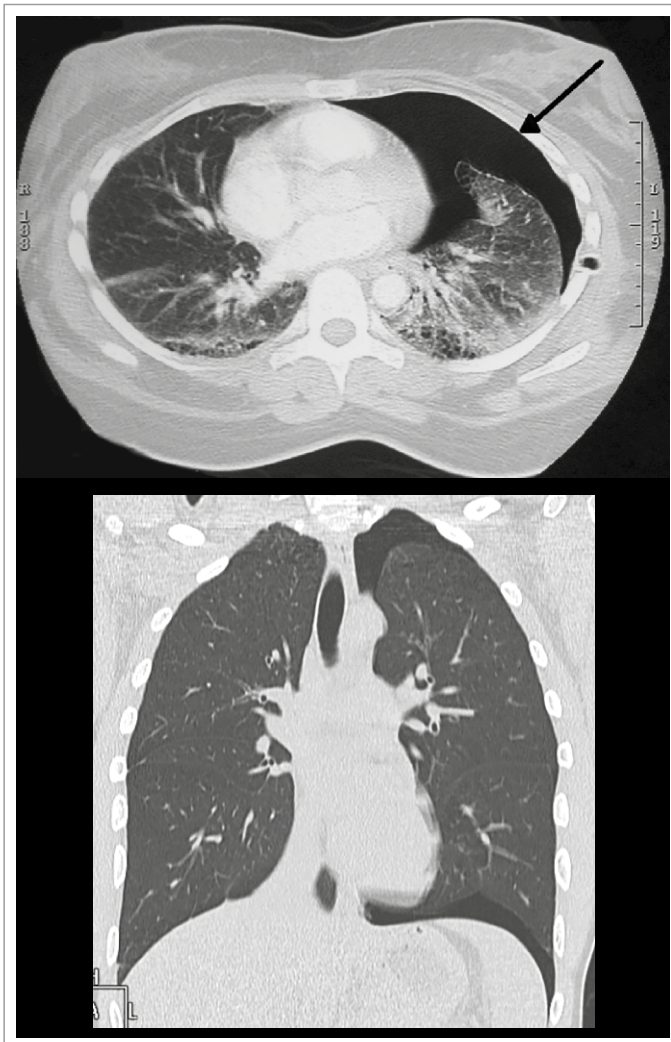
TC de tórax en corte transversal (izquierda) y coronal (derecha). Nótese el neumotórax izquierdo. Obtenido de CC 2.5. Autoría de clinicalbases.blogspot.com.
